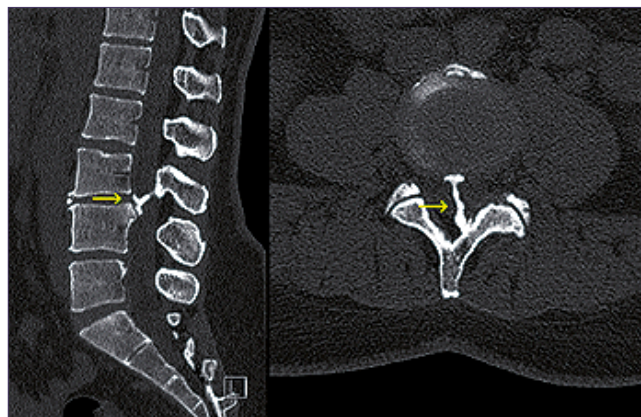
TC de columna lumbar que impresiona espolón óseo (flecha amarilla) con dirección antero caudal a nivel de L3-L4.
